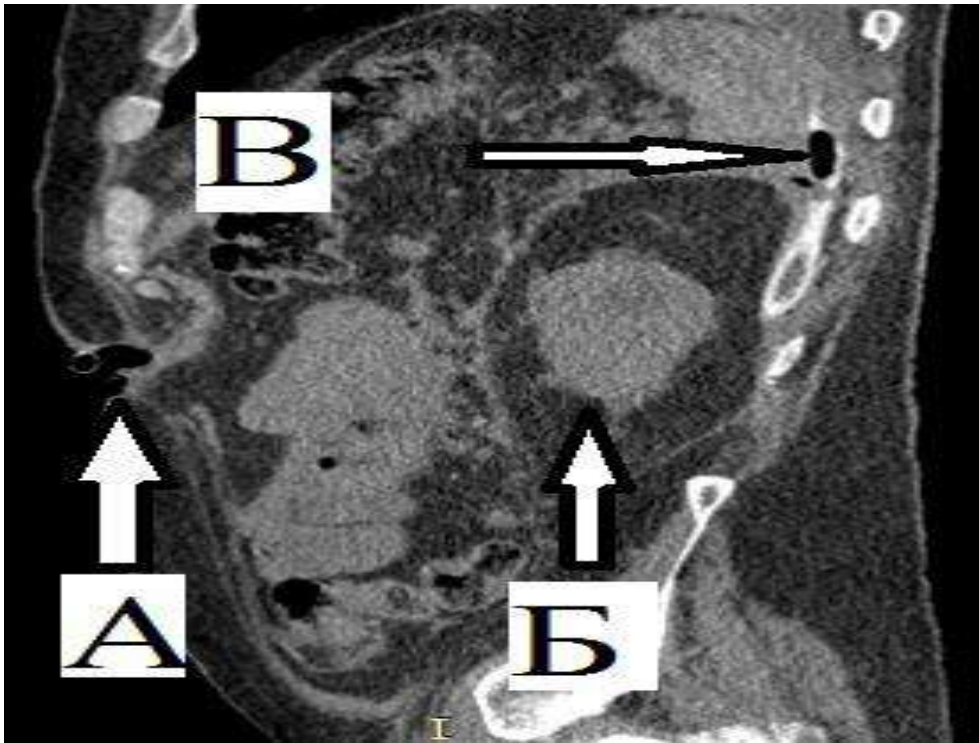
Спиральная КТ ОБП. Коронарный срез. А- оментобурсостома, Б- левая почка, В- забрюшинный дренаж.
